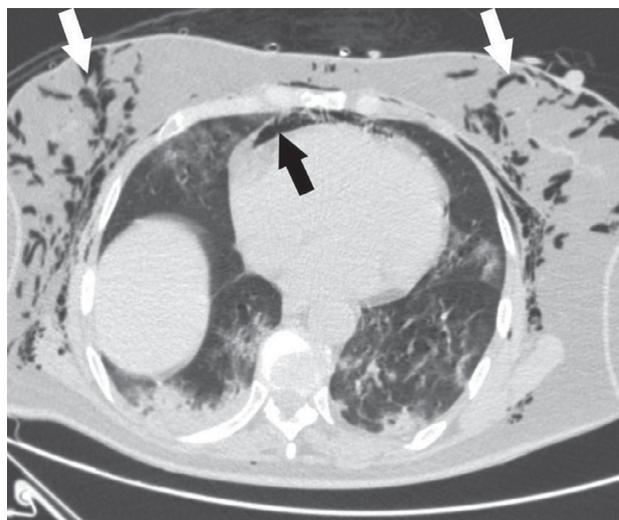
МСКТ грудной клетки пациентки с пневмомедиастинумом (черная стрелка) и подкожной эмфиземой (белые стрелки)
